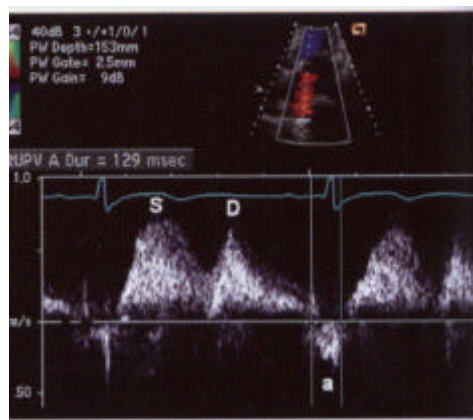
Doppler do fluxo de veia pulmonar
